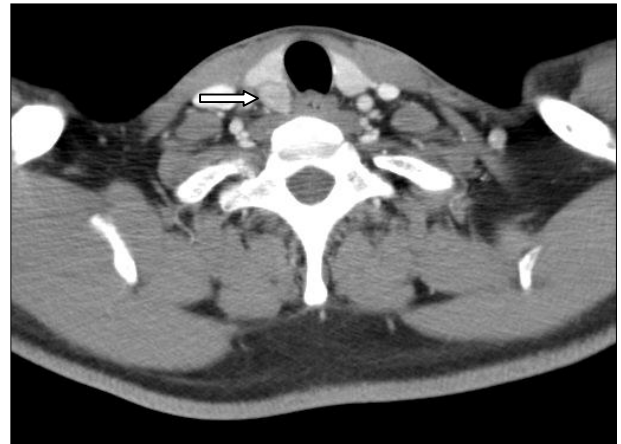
Neck CT shows a 1.8×1.3cm sized well defined inhomogenous mass (arrow) at posterior aspect of the right thyroid gland.
